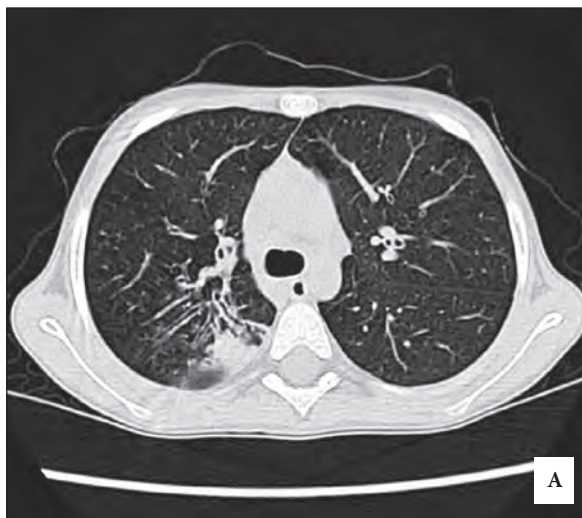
Компьютерные томограммы грудной клетки Александры П. Хронический обструктивный бронхит с локальными очагами пневмофиброза (C2 правого легкого) и диффузные двусторонние бронхоэктазы
